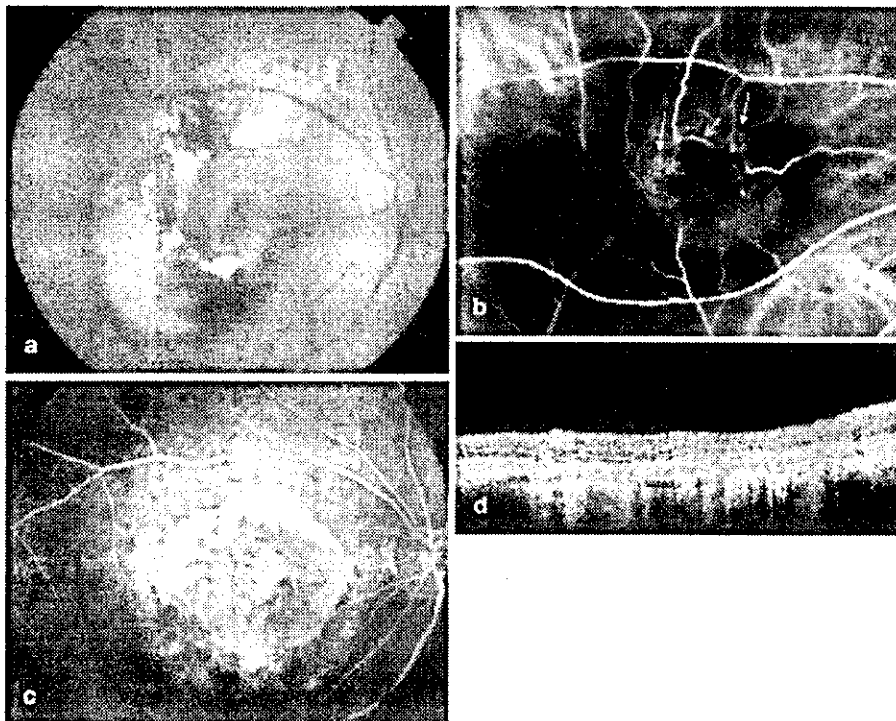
a–d Case 8: right eye of an 84-year-old woman with stage III RAP (preoperative final visual acuity 0.02). a A white, raised subretinal lesion with exudation and bleeding in the retina is observed. b Preoperative indocyanine green angiography demonstrates two afferent retinal arteries (*white arrows*) to and two efferent retinal veins (*black arrows*) from the foveal neovascularization 2.1 disc diameters in size, with retinal–choroidal anastomoses (*yellow arrow*). c Fluorescein angiography 6 months after surgery shows defects of the RPE and choriocapillaris at the site of the preoperative lesion (2.9 disc diameters in size). Bleeding and exudation were absorbed after surgery. d On optical coherence tomography 6 months after surgery, a vertical cross section depicts a thinned sensory retina (postoperative visual acuity 0.05)
